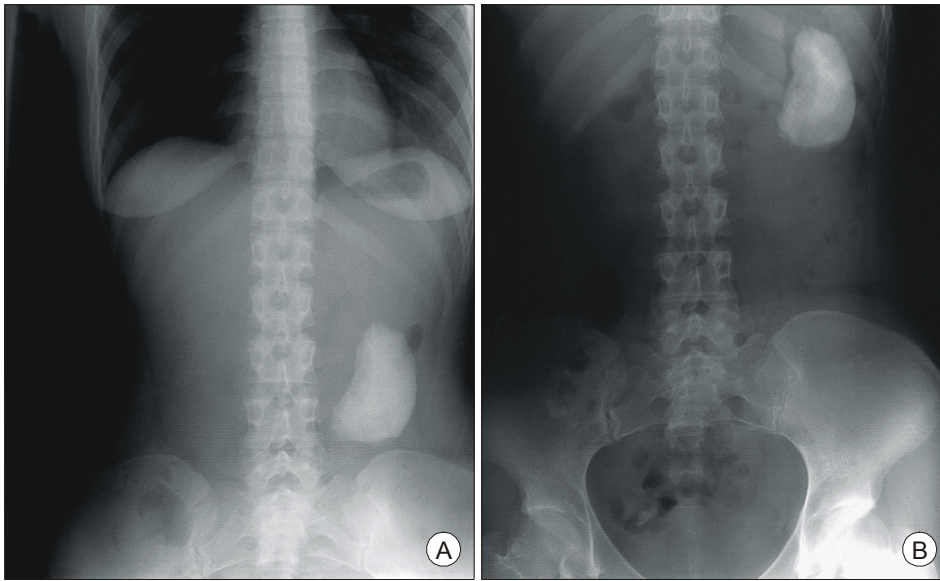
Initial plain abdominal X-ray finding, at the erect (A) and supine view (B). It shows a radiopaque density in the left abdomen.
